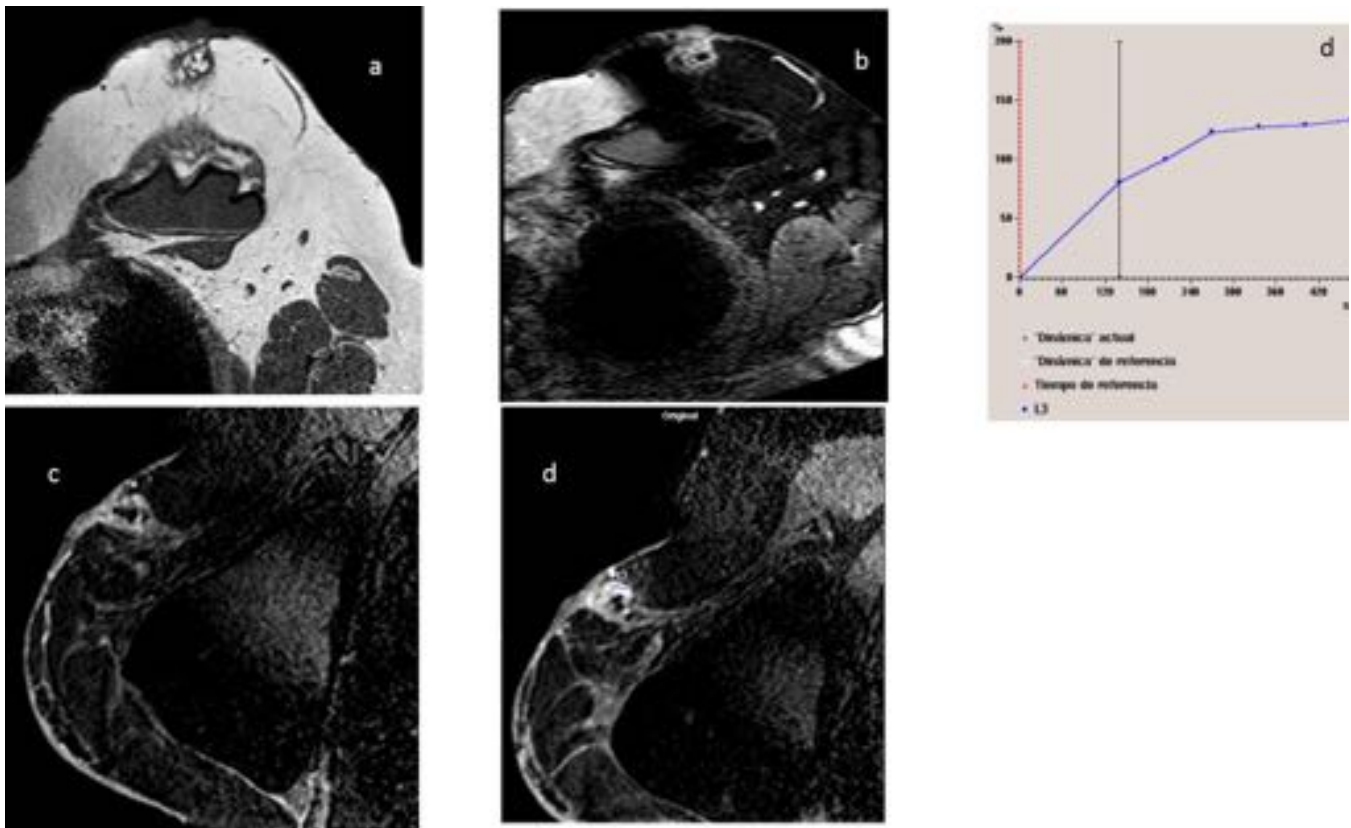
RM MAMA: Nódulo adyacente al complejo areola-pezones con señal mixta en T1 (a) con áreas
